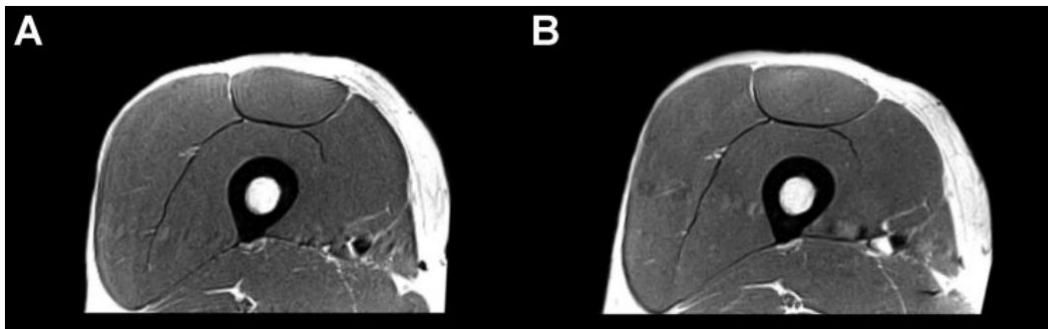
Magnetic resonance imaging scans of the quadriceps muscles before (A) and after (B) 20 days of resistance training. In B, hypertrophy of the knee extensors is clearly visible.
